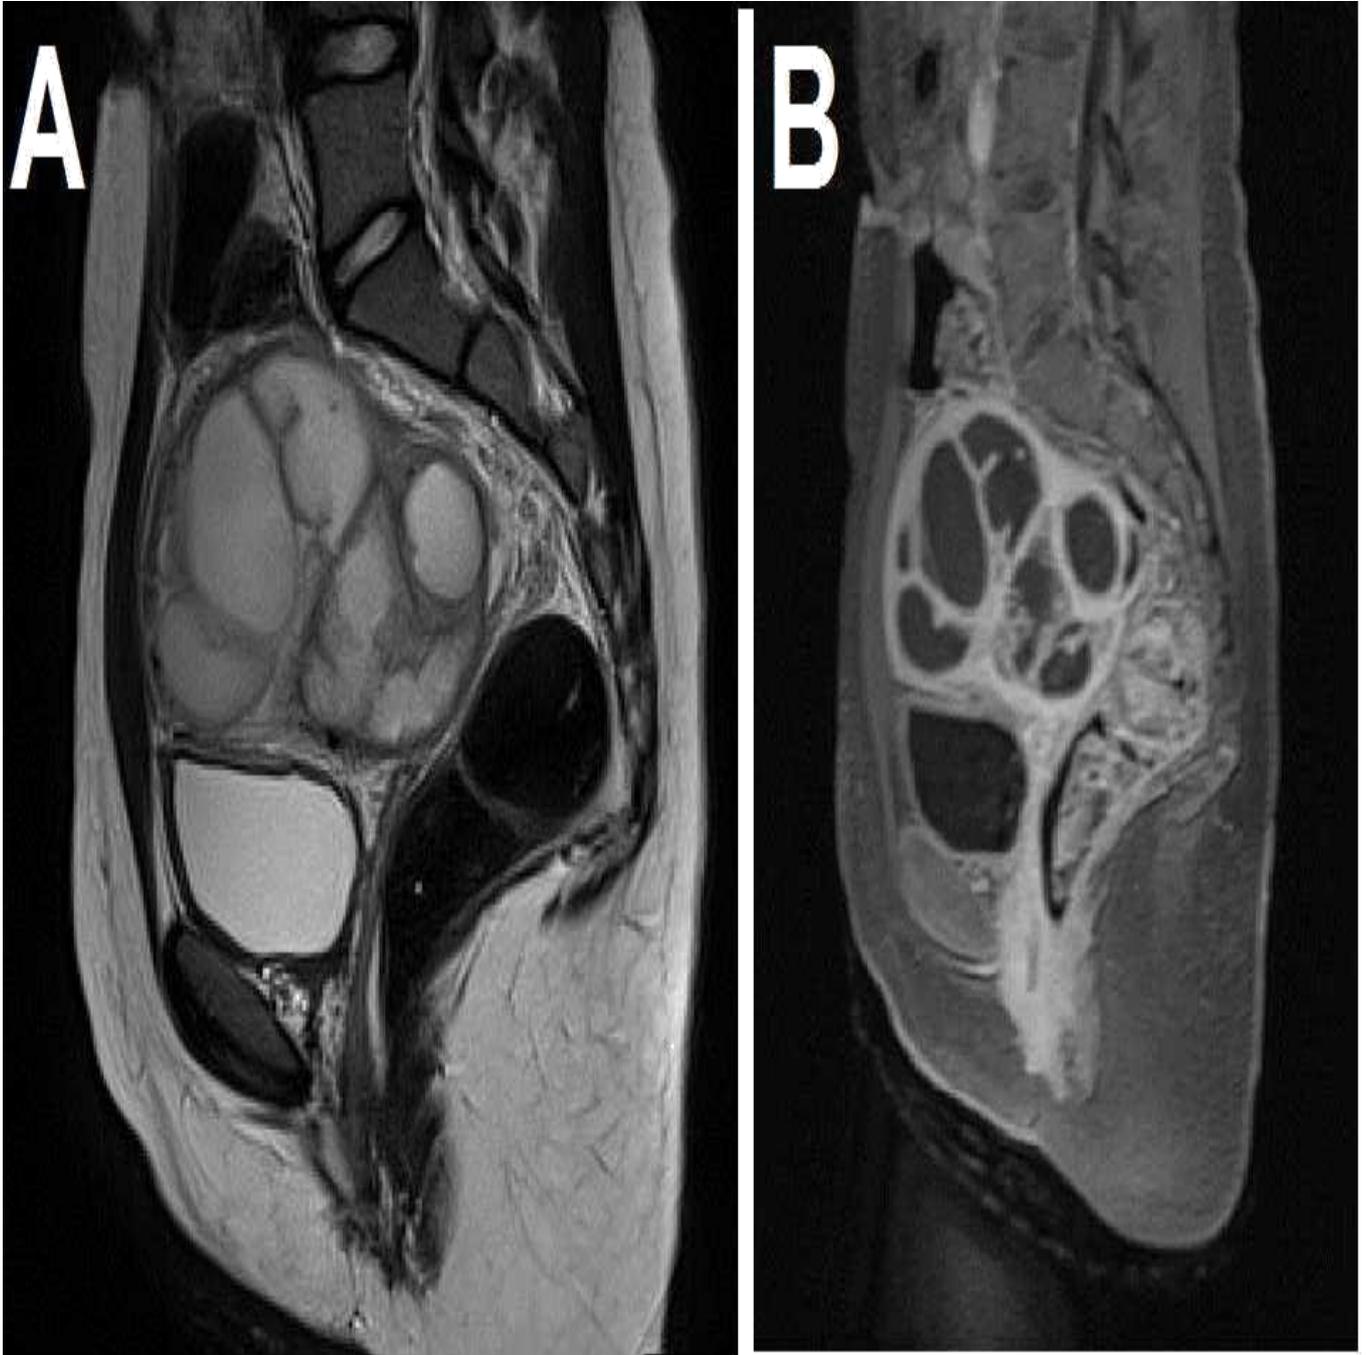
IRM pelvienne : Hydrosalpinx bilatéral, ovaires normaux
